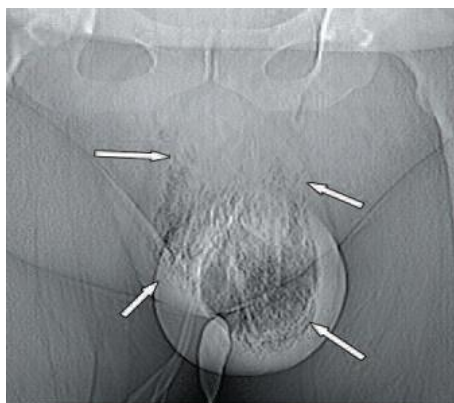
Рентгенография при болезни Фурнье. Газ в мошонке показан стрелками. (Фото из работы Levenson R.B., Singh A.K., Novelline R.A. Fournier gangrene: role of imaging. Radiographics. 2008. Vol. 28, N 2. P. 519 – 528) [54].
